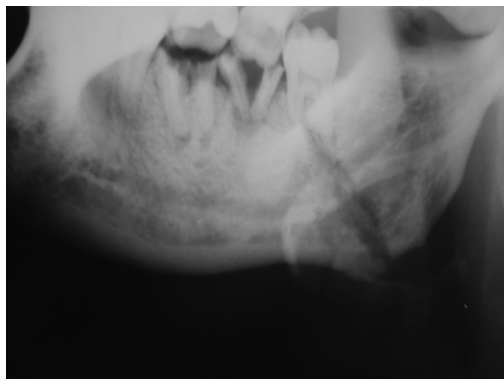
Больная К. 42 лет. Рентгенограмма нижней челюсти при поступлении.
